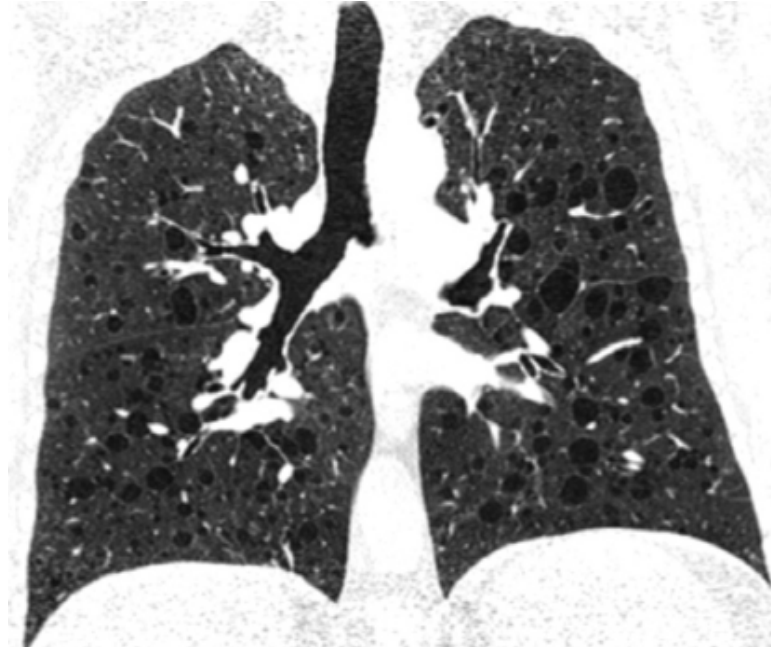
TDM thoracique de haute résolution en reconstruction frontale chez une patiente atteinte delymphangioléiomyomatose sporadique, montrant de multiples kystes pulmonaires à paroi très fine
